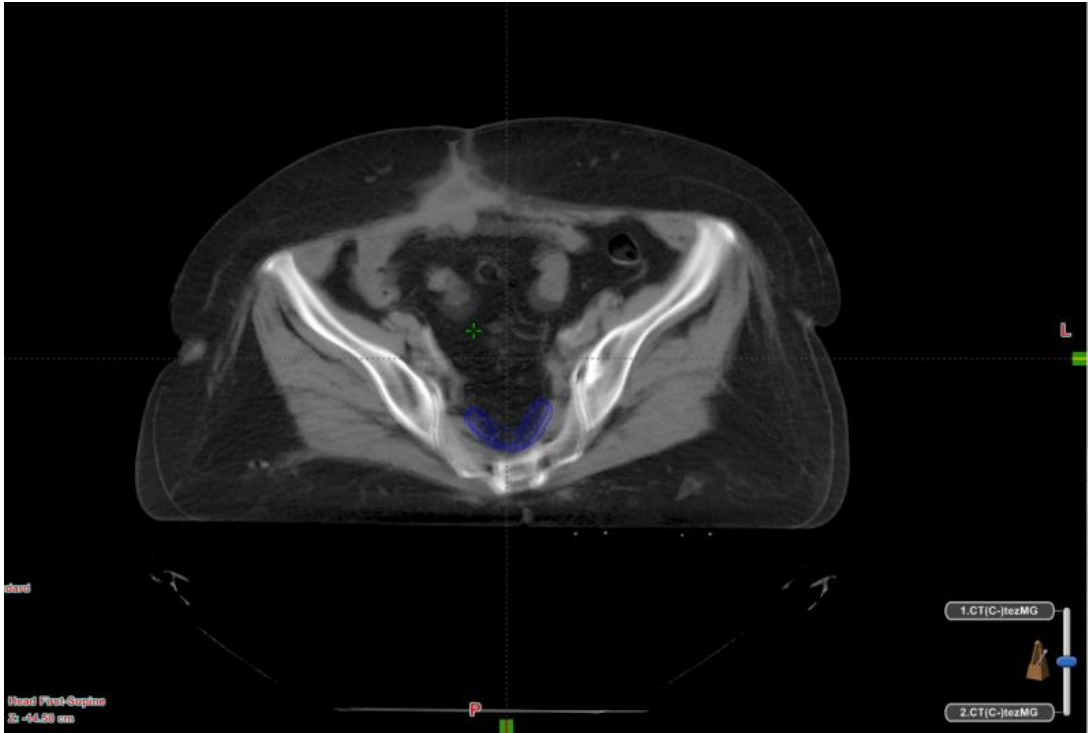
DTD kullanılmayan hastada, tedavinin başı ile 3. haftanın sonundaki BT kesitlerinin füzyonu ve CTV'deki değişikliğin sagittal kesitteki görüntüsü
